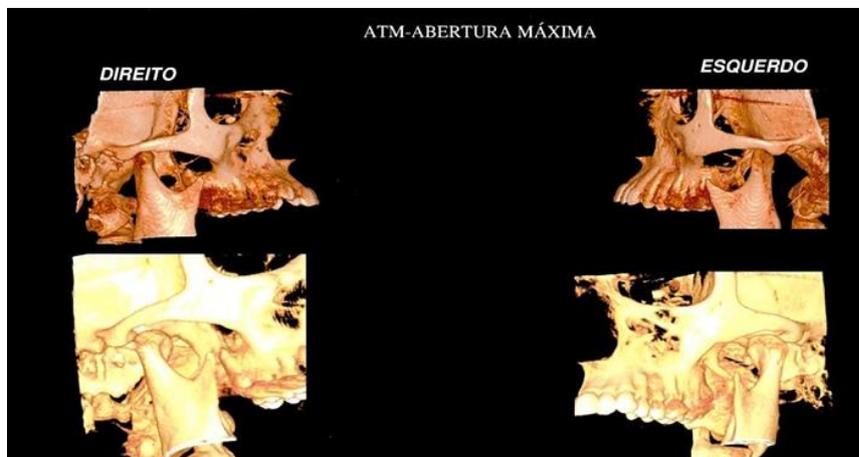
Tomografia em abertura máxima, com luxação bilateral. Data: 20/03/2017.
